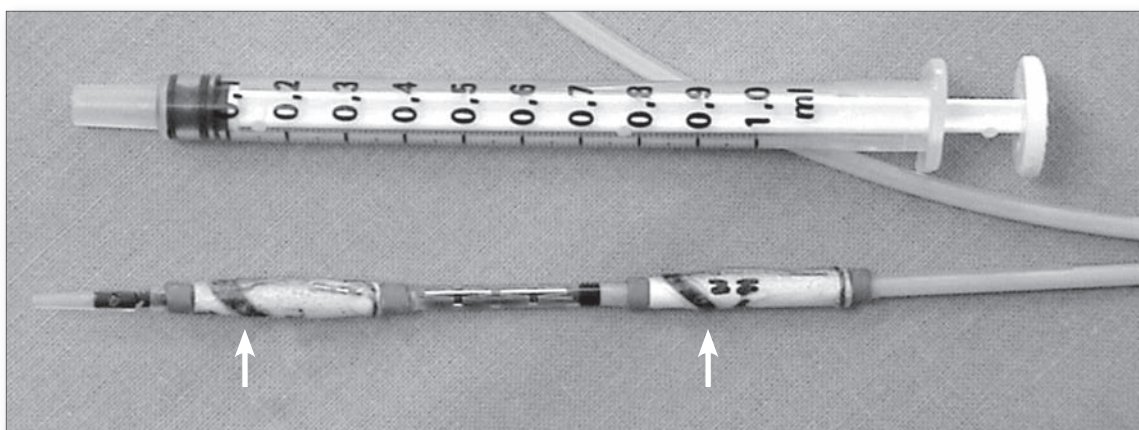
Spitze eines Stenteinführbestecks mit zwei einspuligen Resonanzkreisen (Pfeile) am distalen und proximalen Ende des geladenen Stents
